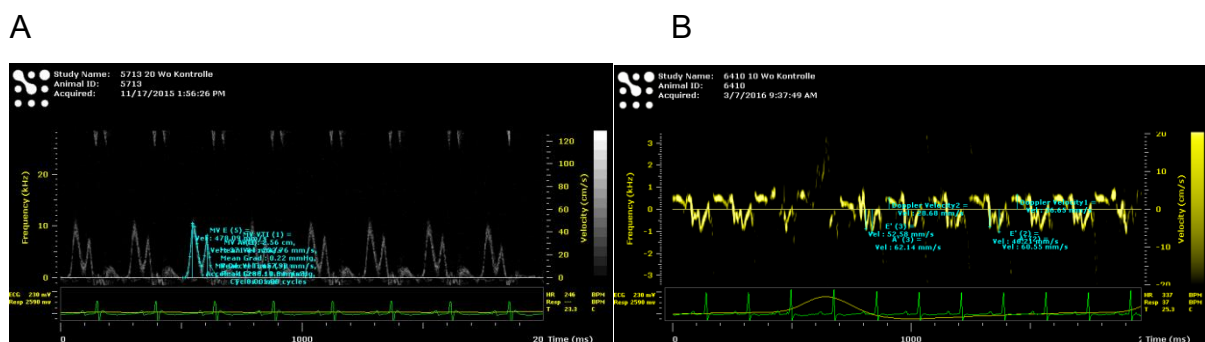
Diastolische Funktion: PW-Modus und Gewebedoppler : (A) Messung der E- und A-Welle und der Dezelerationszeit und (B) Messung von e'-/A'-Welle
